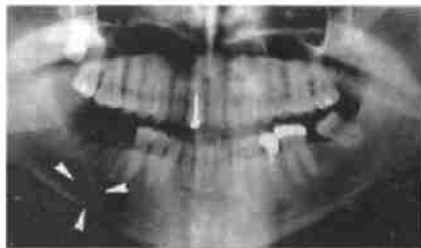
上下颌骨的全景X线照相示右下颌骨支局限性骨质缺损。
